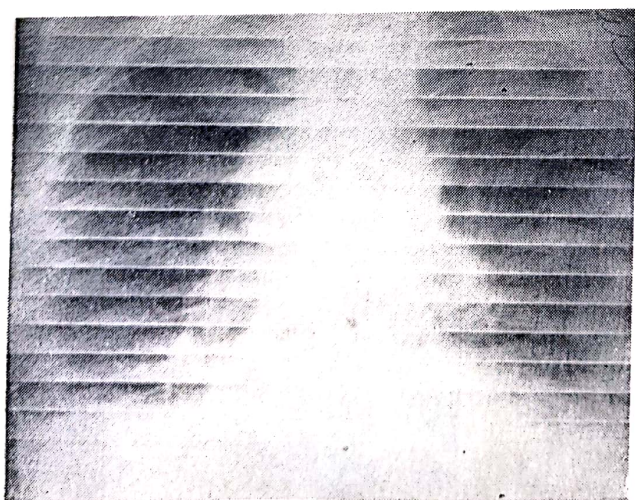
Roentgendigrafie.
